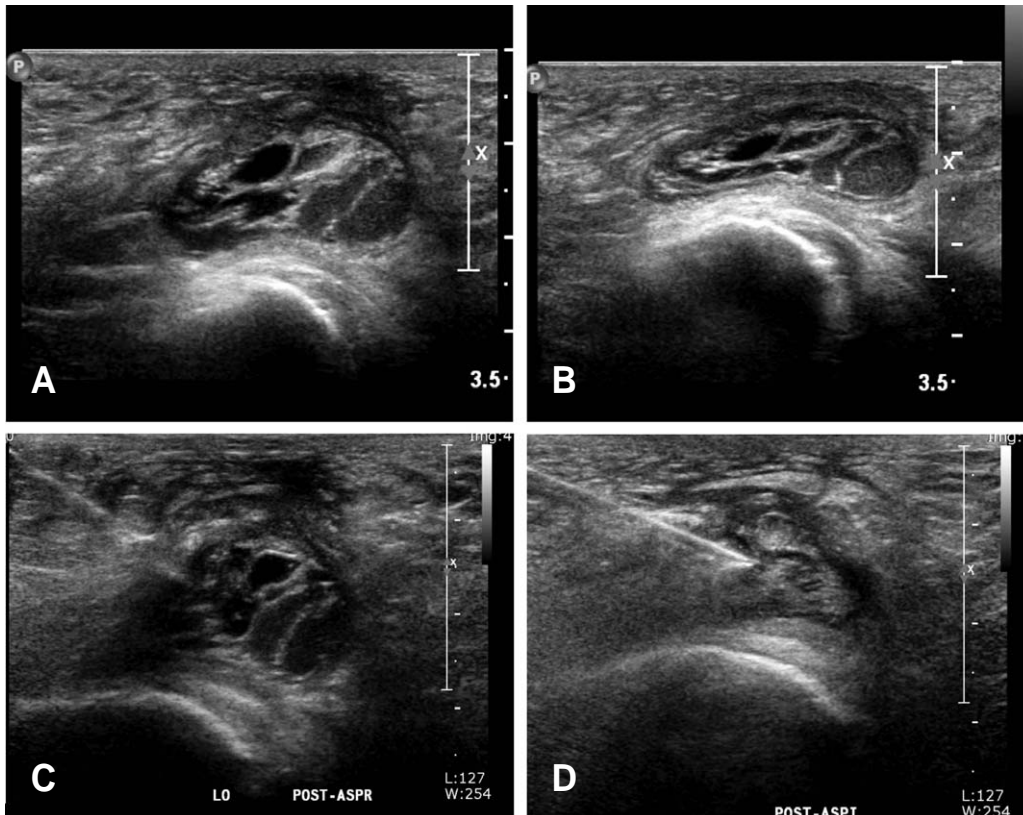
A 70 year old lady complained pain at buttock when she sits on a hard chair. (A) The ultrasound reveals large soft tissue mass at her ischial area. (B) Putting a firm pressure on the transducer, we can confirm that the mass is not a solid mass. (C) Under the sonographic guidance, aspiration was performed. (D) After the aspiration, ultrasound confirms the shrinkage of mass. Patient's symptom also improved immediately.
